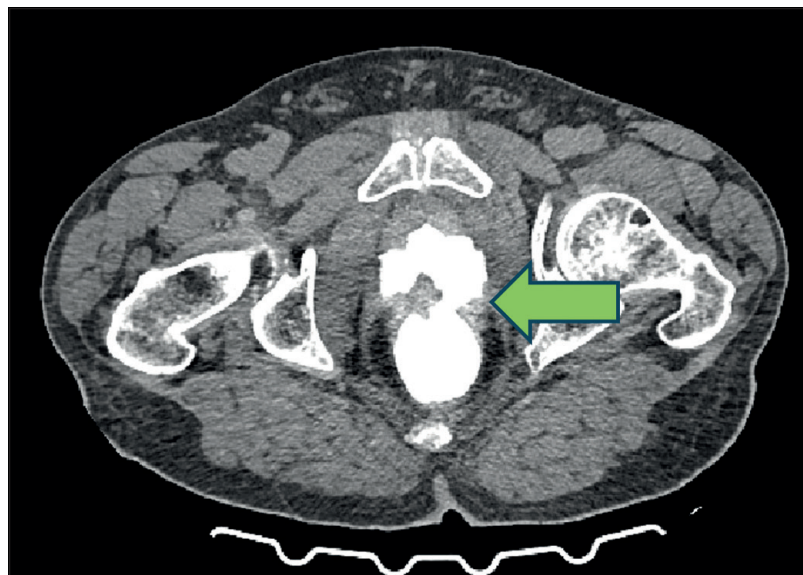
TC en que se evidencia paso retrógrado de contraste a recto y sigma a través de una fístula vesicorrectal.
